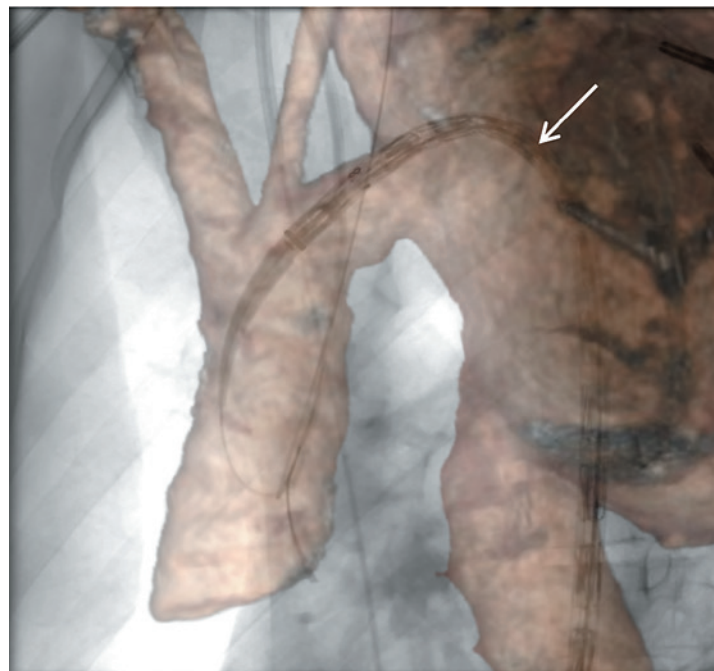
Комбинированное изображение — флюороскопическое изображение совмещено с дооперационной КТ-моделью
